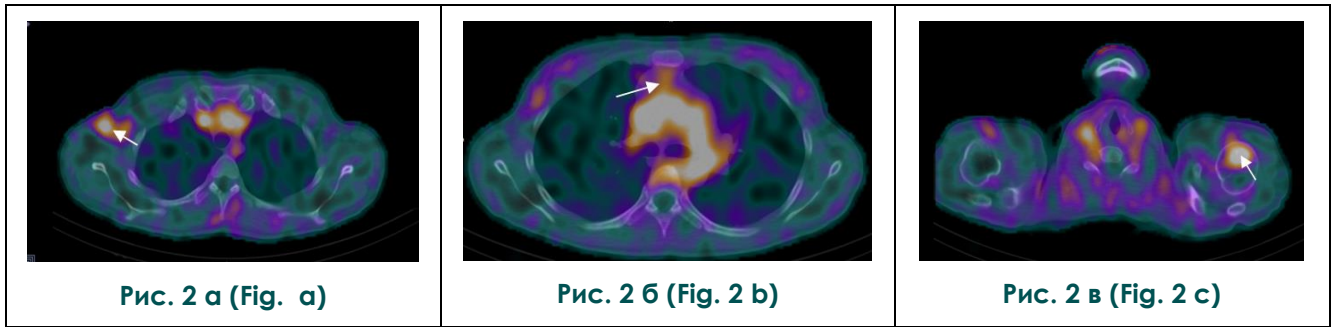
Совмещенное ОФЭКТ/КТ-изображение с ^{99m}Tc -ТГ.
